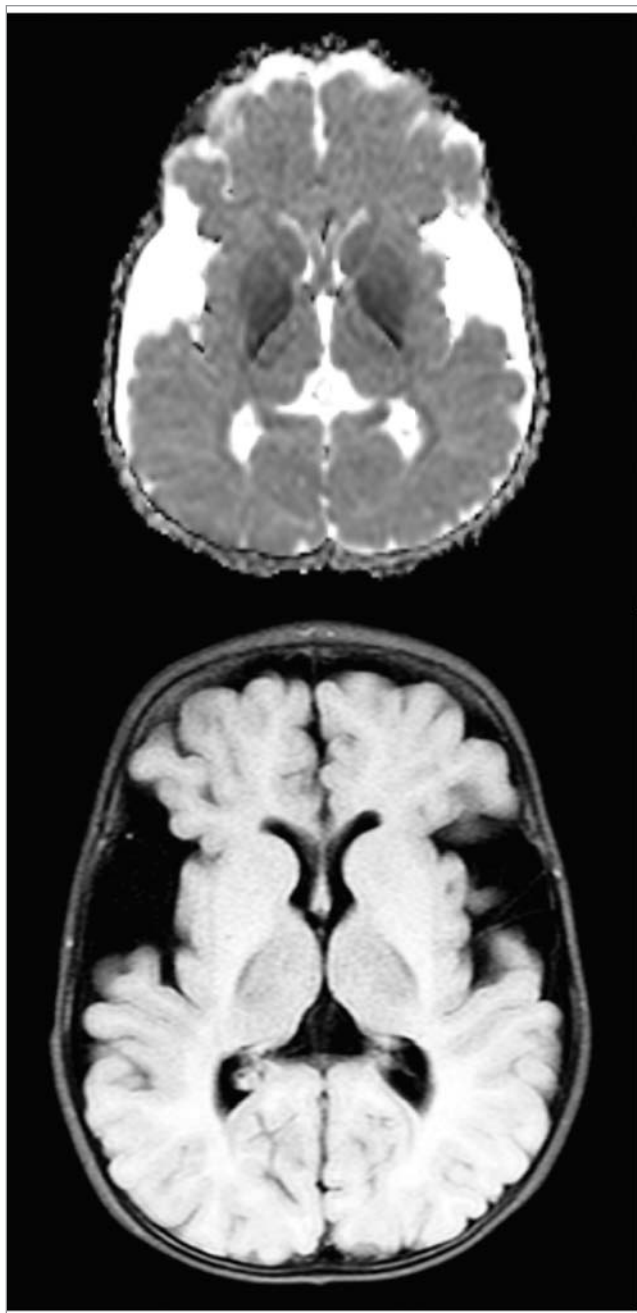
МРТ головного мозку хлопчика 7 міс. з глутаровою ацидуриєю тип 1. На представлених зображеннях — виражене двобічне розширення сільвієвих щілин та розширення субарахноїдальних просторів над скроневими ділянками, які формують типовий симптом «крила кажана», а також двобічні симетричні вогнища підвищеного МР-сигналу від хвостатих ядер (аксіальні зрізи у режимі T2 та T1)
